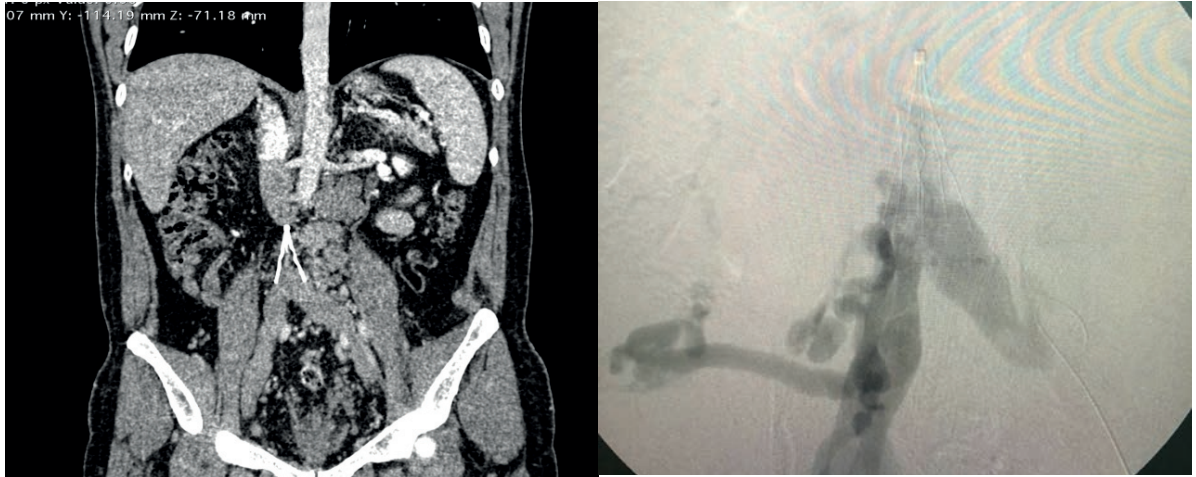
Angio-TC preoperatoria (a la izquierda), demostrando trombosis de filtro de VCI, con oclusión de VCI y relleno a nivel de las venas renales, utilizada para el planeamiento quirúrgico; y flebografía inicial (a la derecha) confirmando la trombosis de filtro de VCI asociada a la gran cantidad de venas tributarias.
